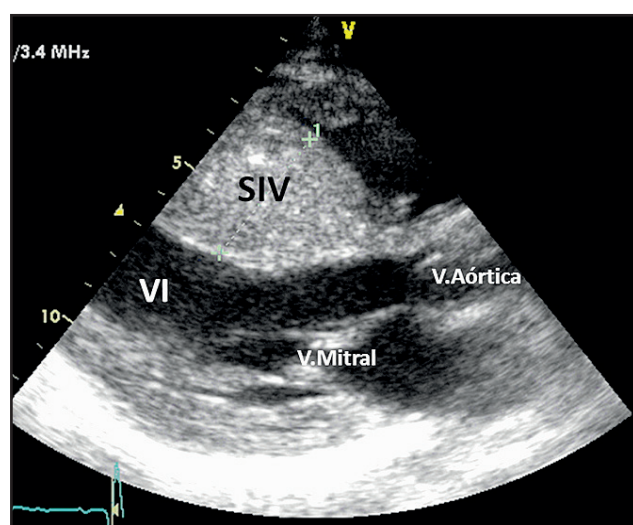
Ecocardiograma transtorácico en la proyección paraesternal eje largo. Se evidencia un septo interventricular (SIV) severamente hipertrofico compatible con MCH.
